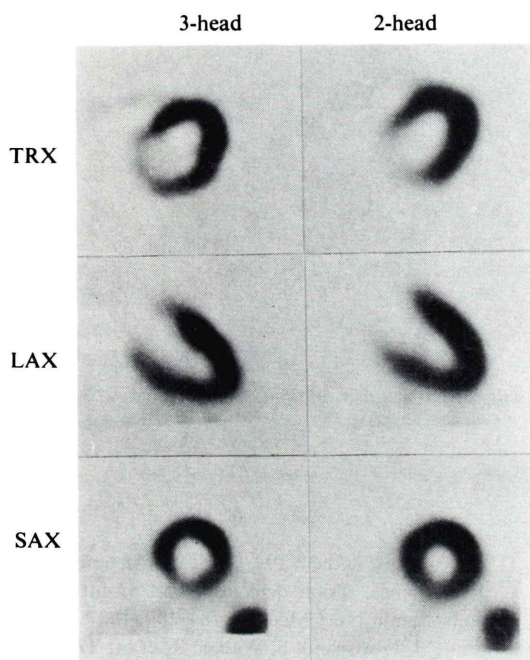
SPECT images with three-headed system and dual headed system in a normal volunteer. TRX, transaxial; LAX, vertical long-axial; SAX, short-axial.
